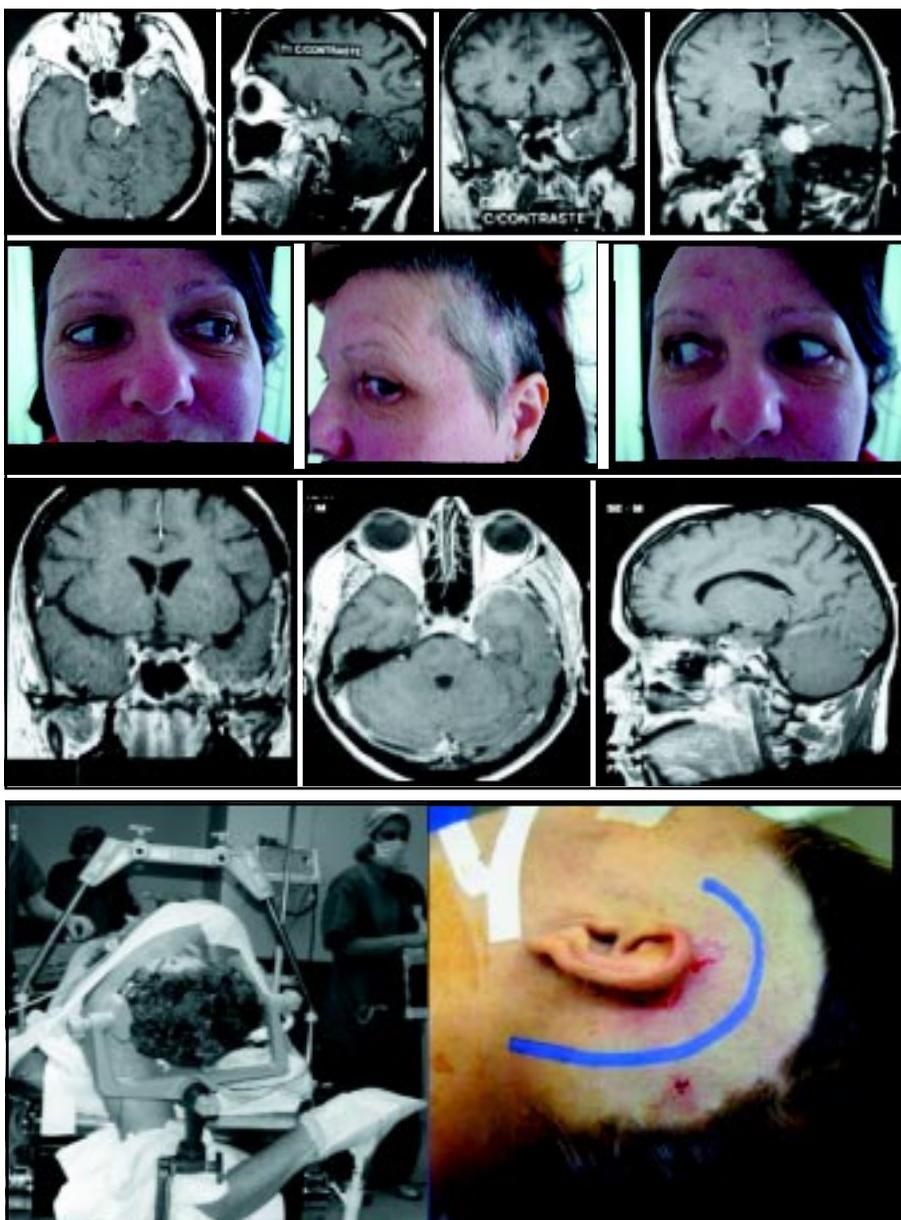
La imagen de resonancia magnética preoperatoria muestra un meningioma que se origina en el clivus superior con una extensión anterior a la parte posterior del seno cavernoso. Se realizó la remoción del tumor a través de un abordaje COZ con preservación de la motilidad ocular. La imagen de resonancia magnética postoperatoria muestra ausencia de tumor residual.
